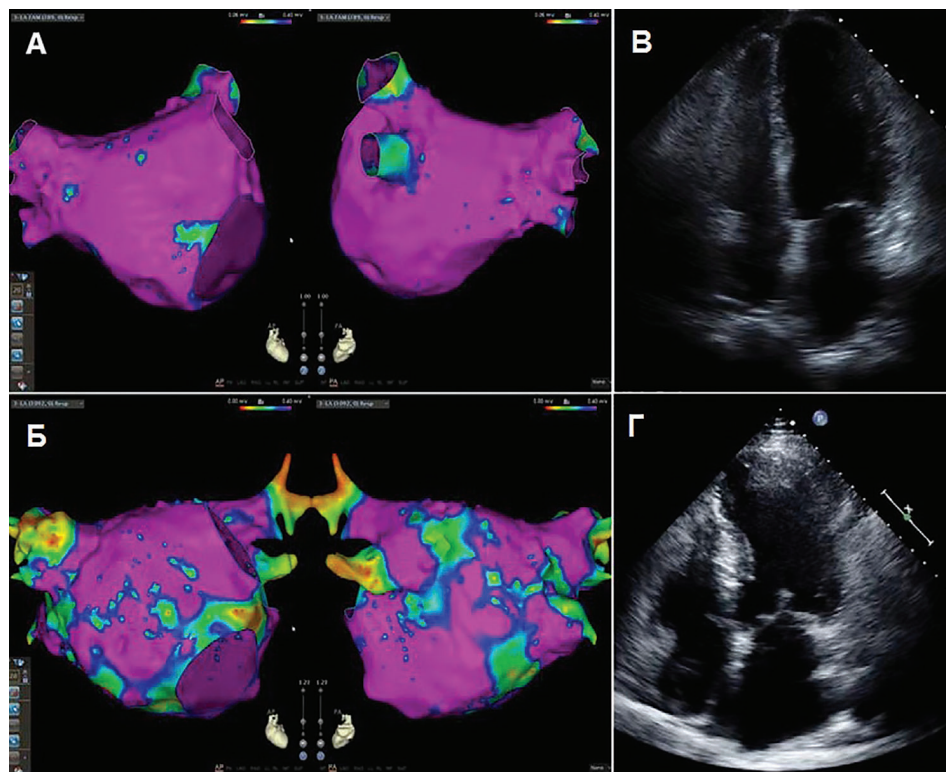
Карты биполярного напряжения и эхокардиографические данные у больных гипертрофической кардиомиопатией с фибрилляцией предсердий.
